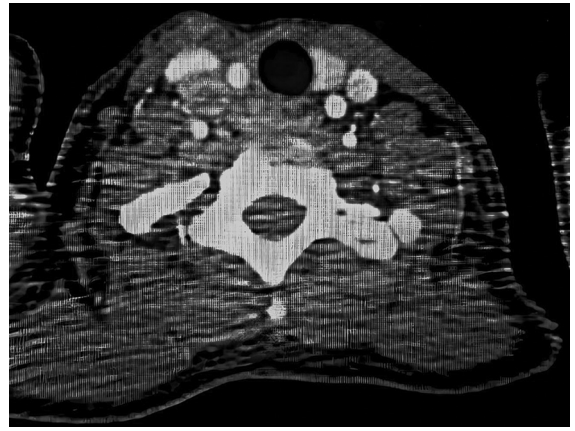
Tomografía axial de cuello contrastada donde se evidencia tumor cervical derecho con desplazamiento de esófago y estructuras vasculares y en contacto con tráquea.
